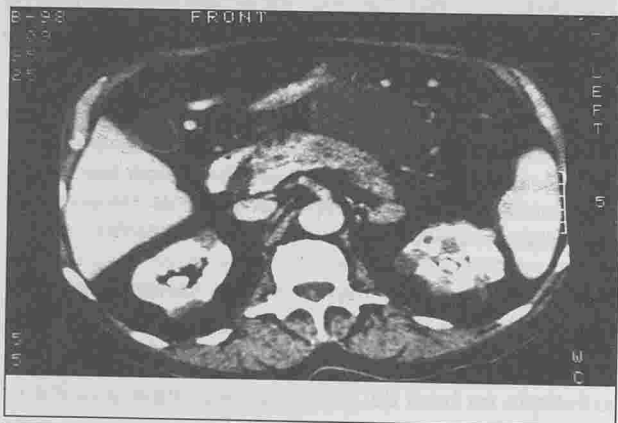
TDM abdominal du 2/06/98 (4^{ème} mois d'évolution de la pancréatite aiguë.)
